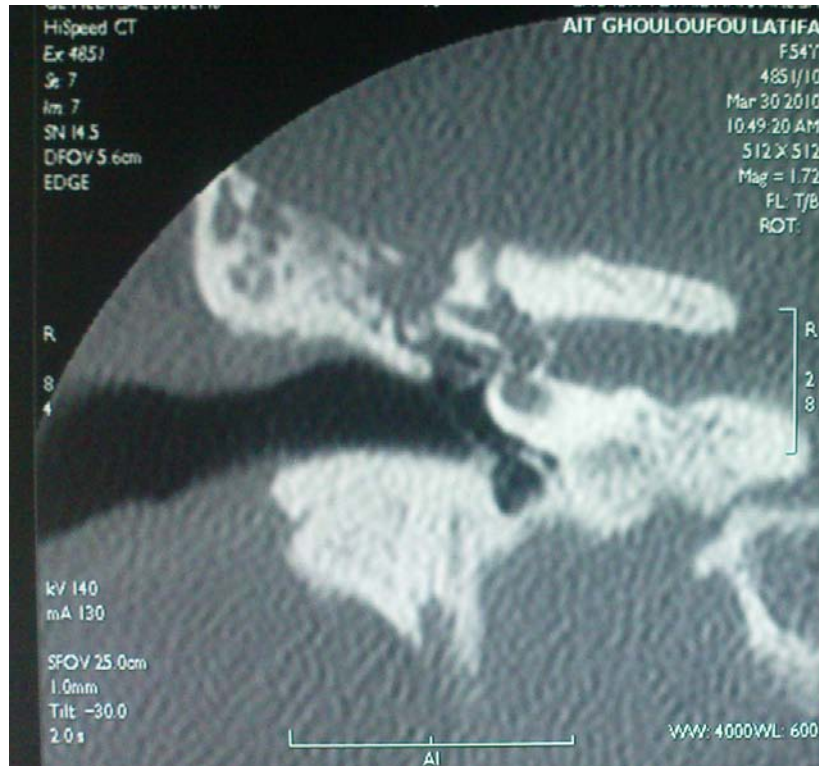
TDM de l'oreille droite en coupe coronale: cholestéatome antroattical avec lyse du tegmen antri.
